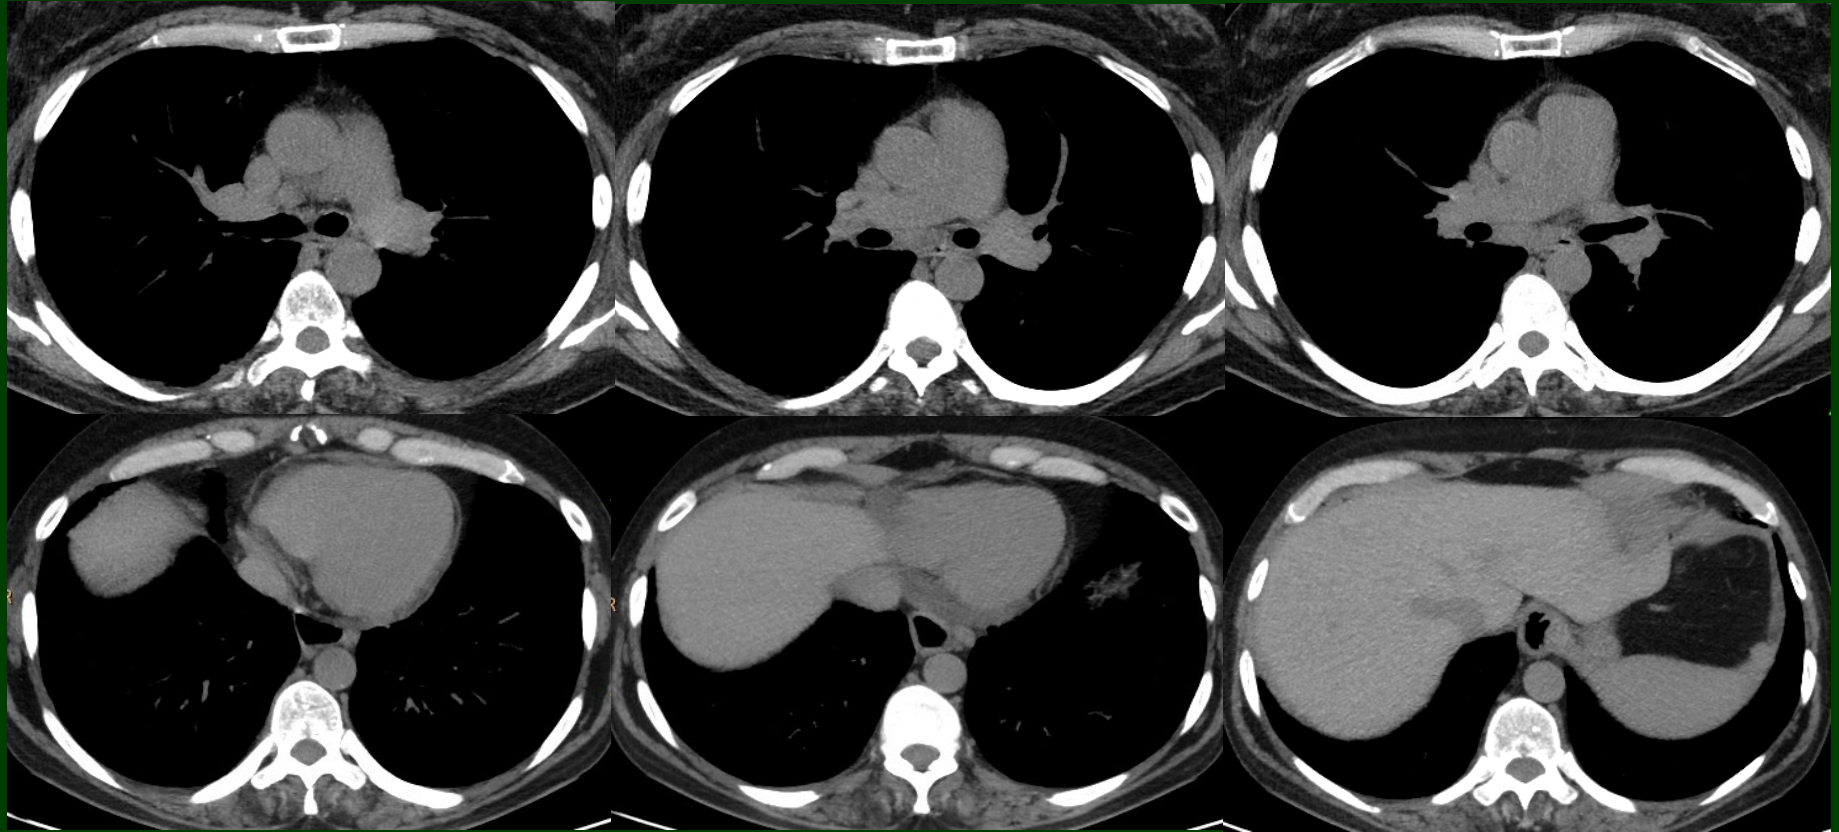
Tomografía Axial Computada de Tórax en inspiración máxima (ventana Mediastínica) de la misma paciente. Imágenes mediastinales aumentadas de tamaño, de aspecto reactivo. Se puede apreciar aumento del diámetro de la arteria pulmonar, en relación a signos de Hipertensión y la marcada dilatación esofágica.
